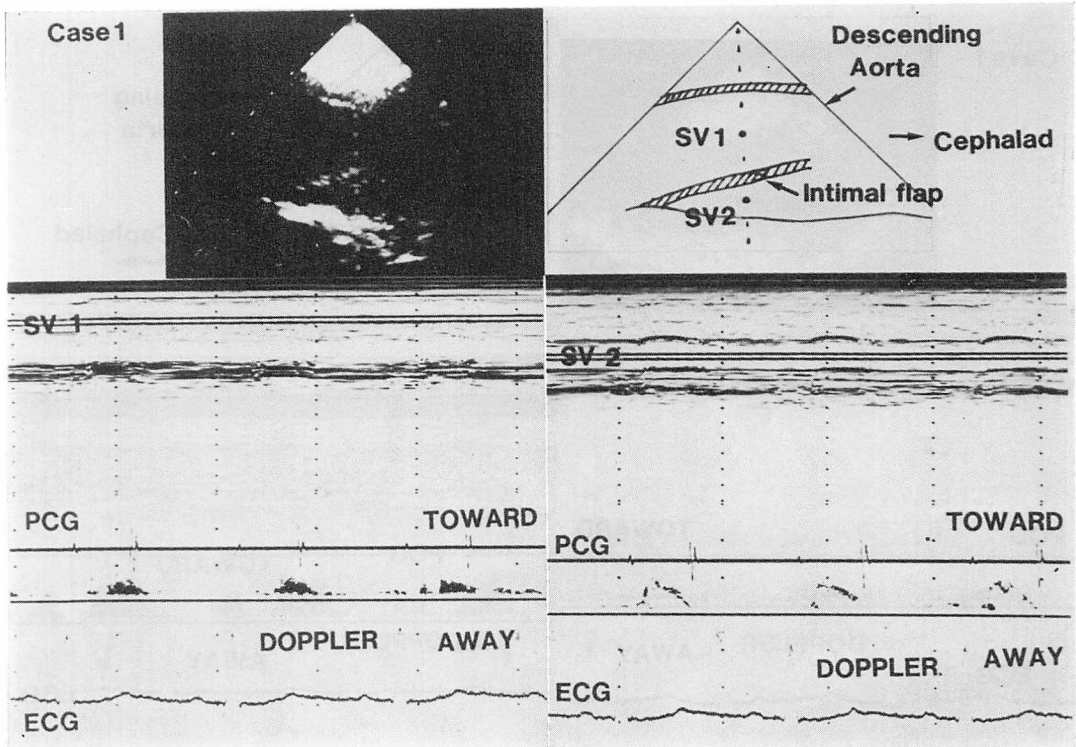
Pulsed Doppler flow signals obtained by the paravertebral approach (Case 1).
